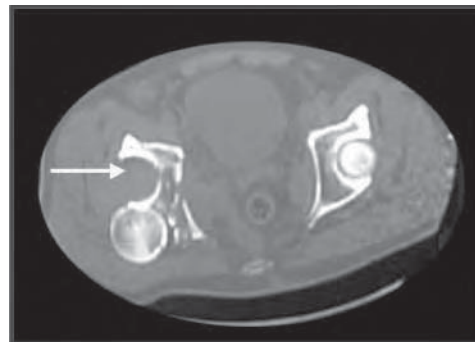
/12. TAC de pelvis. Fractura luxación de cadera derecha.
